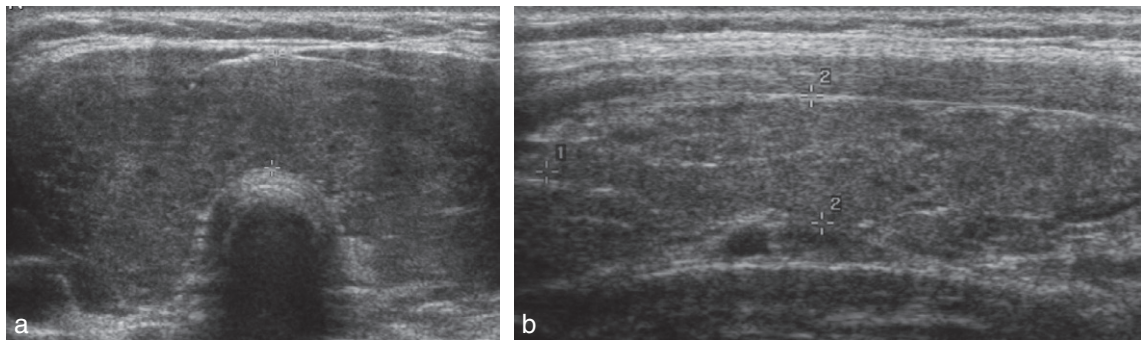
Aspect échographique de la thyroïdite de Hashimoto.
